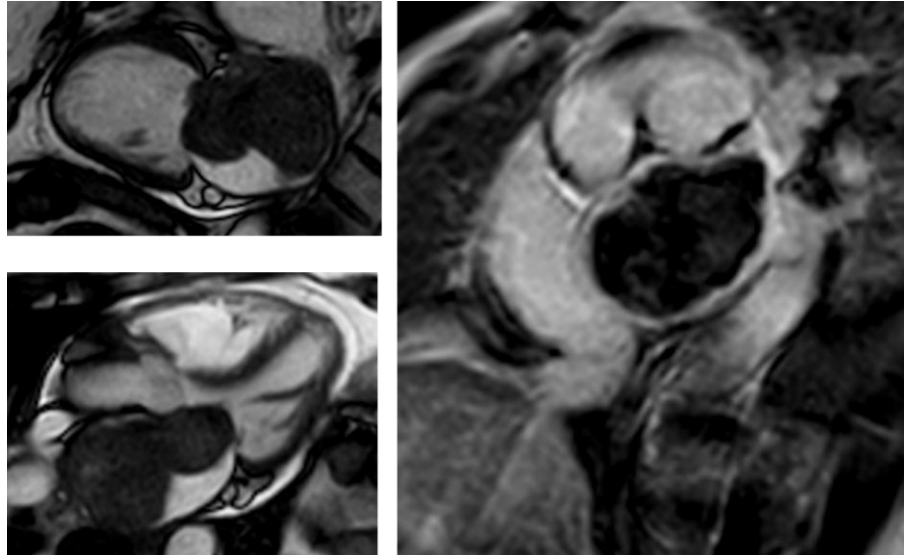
resonancia magnética cardiaca. En las dos primeras imágenes podemos ver cines en el 2 y 3 cámaras donde podemos ver la relación anatómica de la masa con el techo de la aurícula. La tercera imagen corresponde a los realces tardíos en los que se ve captación heterogénea en la zona más próxima al septo interauricular y ausencia de captación periférica.
